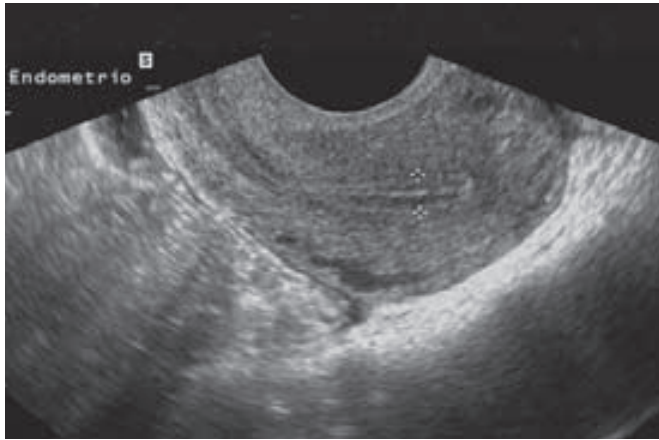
Ecografía transvaginal en el plano sagital del endometrio proliferativo trilaminar característico. Los calibradores exhiben la medida del espesor en “doble capa” marcada por las líneas hiperecogénicas e hipoecogénicas alternadas. (Cortesía de la Dra. Elysia Moschos.)
